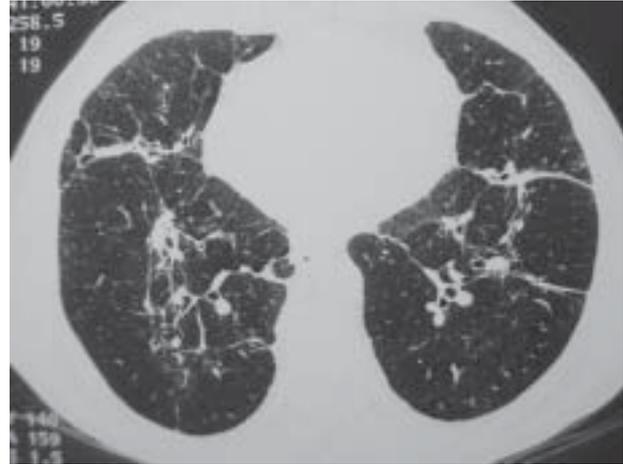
TAC torácica: “evidentes alterações de fibrose, com distorções vasculares, mais evidentes nos segmentos inferiores dos lobos superiores e nos lobos inferiores, no entanto melhoria das áreas de densificação parenquimatosa grosseira em relação ao exame anterior, adenopatias na loca de Baretty e subcarínicas”.
